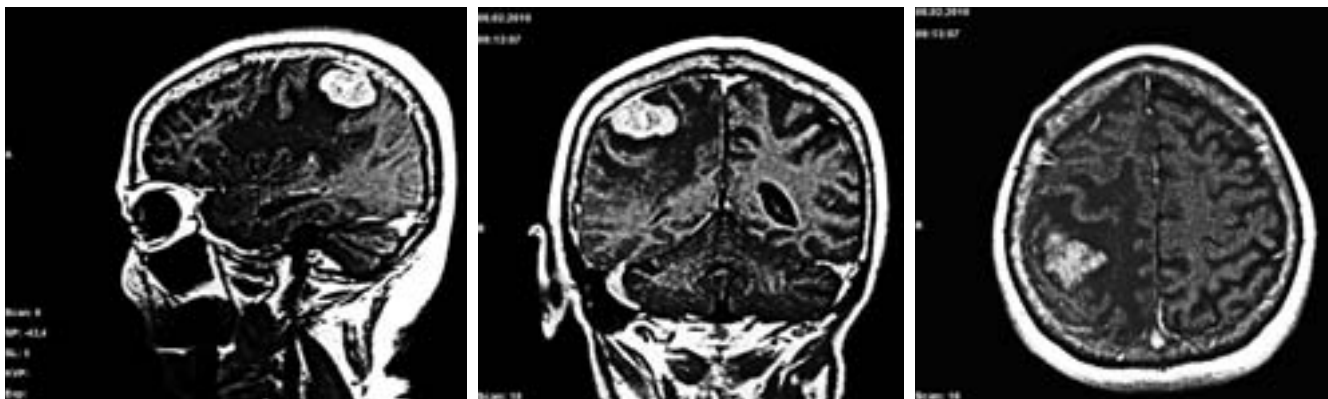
Магнитно-резонансная томограмма (МРТ) головного мозга от 08.02.2010 г.
